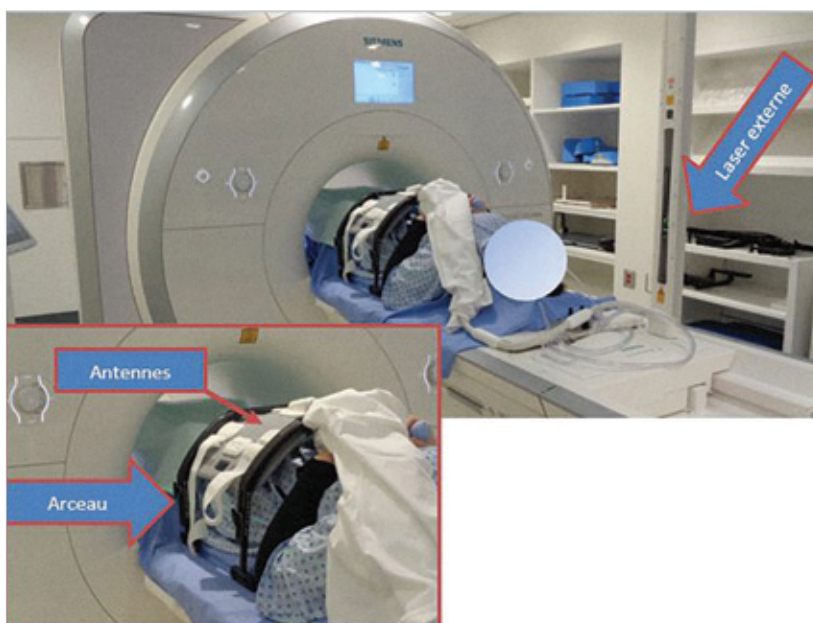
Installation d'une salle d'IRM.
